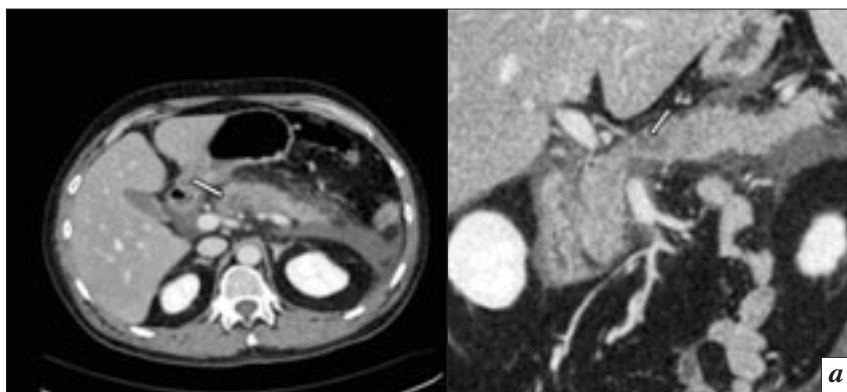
Результаты КТ-исследований пациента 39 лет, выполненных с внутривенным контрастным усилением и пероральной гидратацией (*б*): *а* – первичное КТ-исследование: на аксиальной томограмме (слева) и криволинейной реконструкции по ходу поджелудочной железы (справа) определяются небольшого размера гиподенсная зона в теле поджелудочной железы (стрелки), инфильтрация перипанкреатической жировой клетчатки и жидкостные скопления; *б* – КТ-исследование в динамике через 8 мес: на аксиальной томограмме (слева) и коронарной реконструкции (справа) ранее выявляемая гиподенсная зона не визуализируется, имеются небольшое увеличение поджелудочной железы в размерах, инфильтрация перипанкреатической жировой клетчатки и жидкостные коллекторы, что является признаками интерстициального панкреатита.
